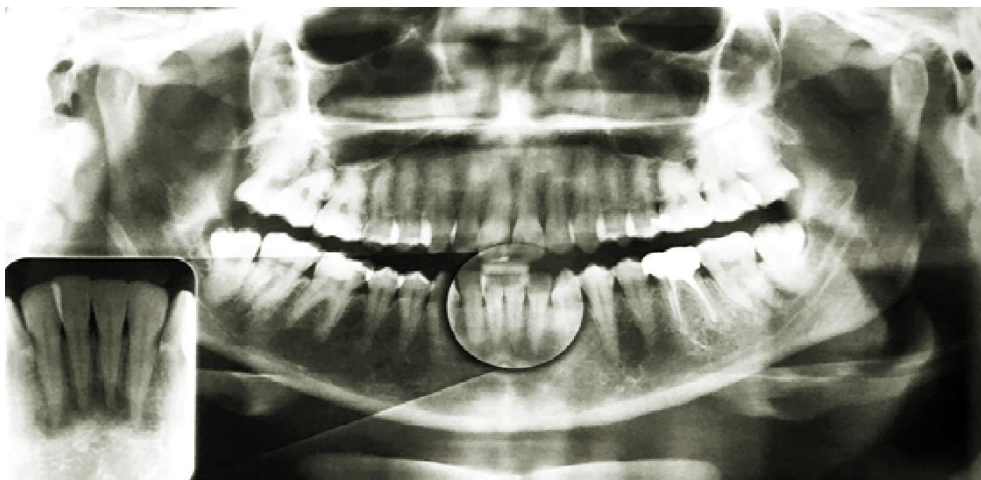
Radiografia panorâmica e periapical de displasia cemento-óssea - fase radiolúcida.
